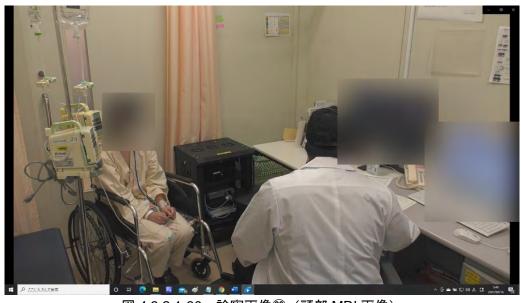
診察画像③ (頭部 MRI 画像)
